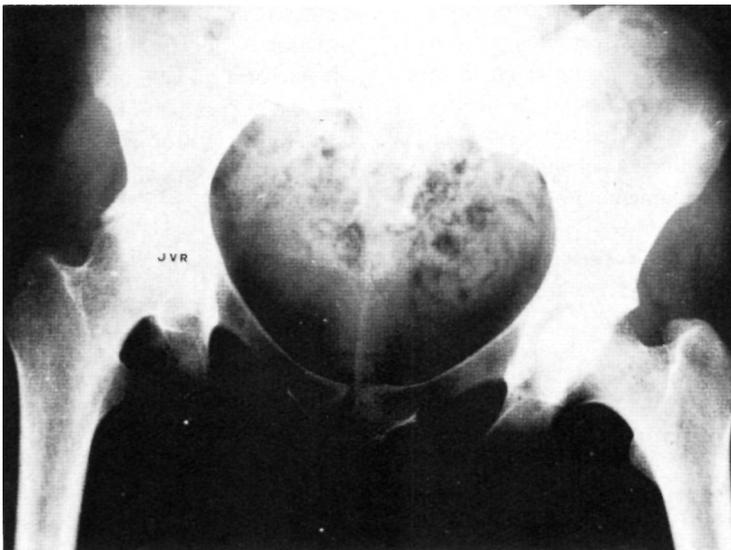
Radiografía de pelvis y ambas caderas que presenta coxartrosis cadera derecha.
